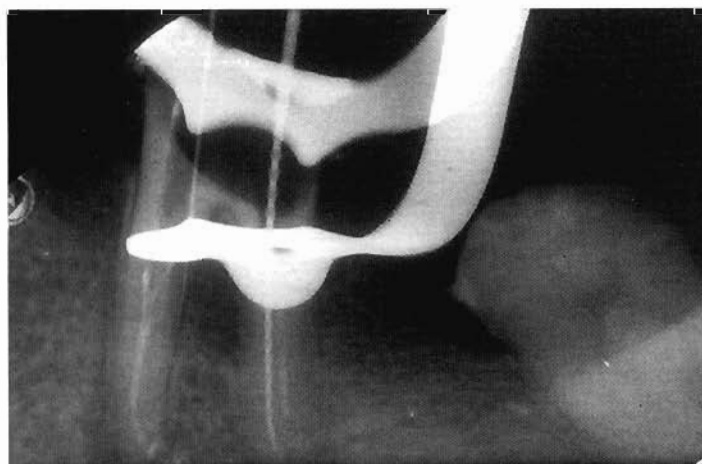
c - Radiografia intraoperatoria: si mette in evidenza la presenza di una perforazione anche a livello del canale mesio-linguale e la presenza di un secondo canale nella radice distale.
